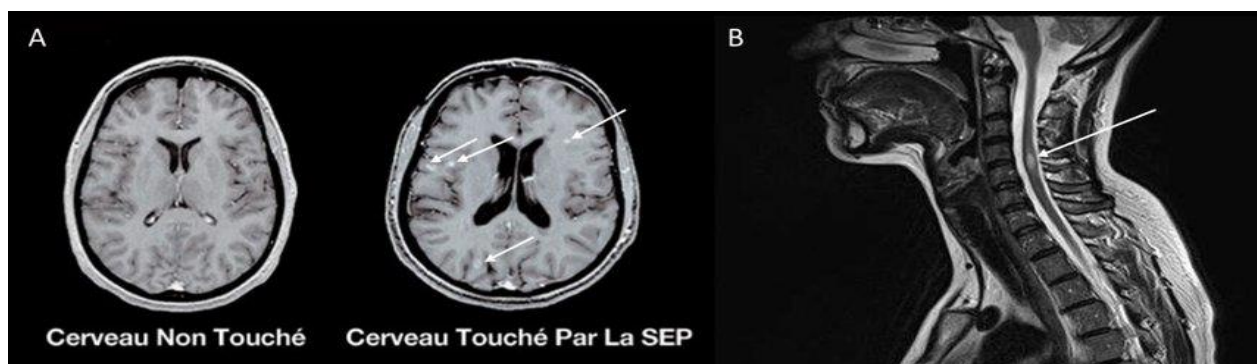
IRM de patients SEP IRM représentatives des lésions A) du cerveau chez des patients sains (panel de gauche) et atteints de SEP (panel de droite) et B) de la moelle épinière .Les flèches blanches indiquent la présence de lésions.
